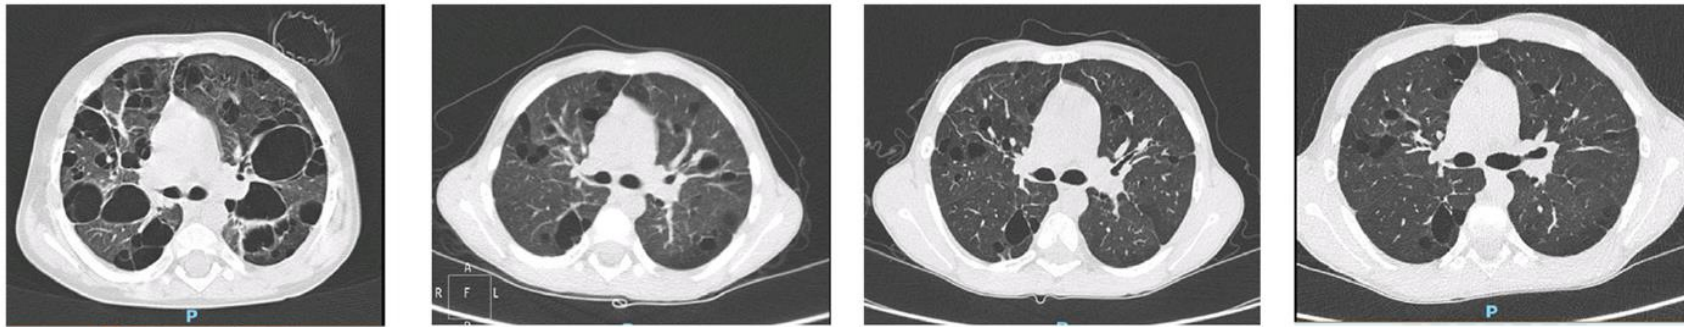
Chest computed tomography scan (axial view). The outcome from diagnosis to the age of 15 years 6 months (at diagnosis: 1.9 years, nodule score: 18, cyst score: 10; age: 7 years 5 months, nodule score: 5, cyst score: 10; age: 10 years 4 months, nodule score: 5, cyst score: 10; and age: 15 years 6 months, nodule score: 5, cyst score: 10)
